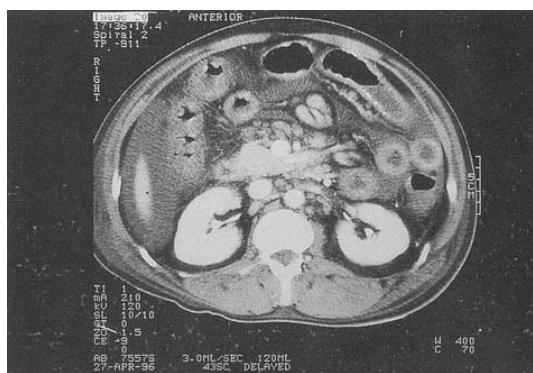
Abdomen CT showed massive ascites and multiple para-aortic, aortocaval and mesenteric lymphadenopathy with bowel wall edema.
